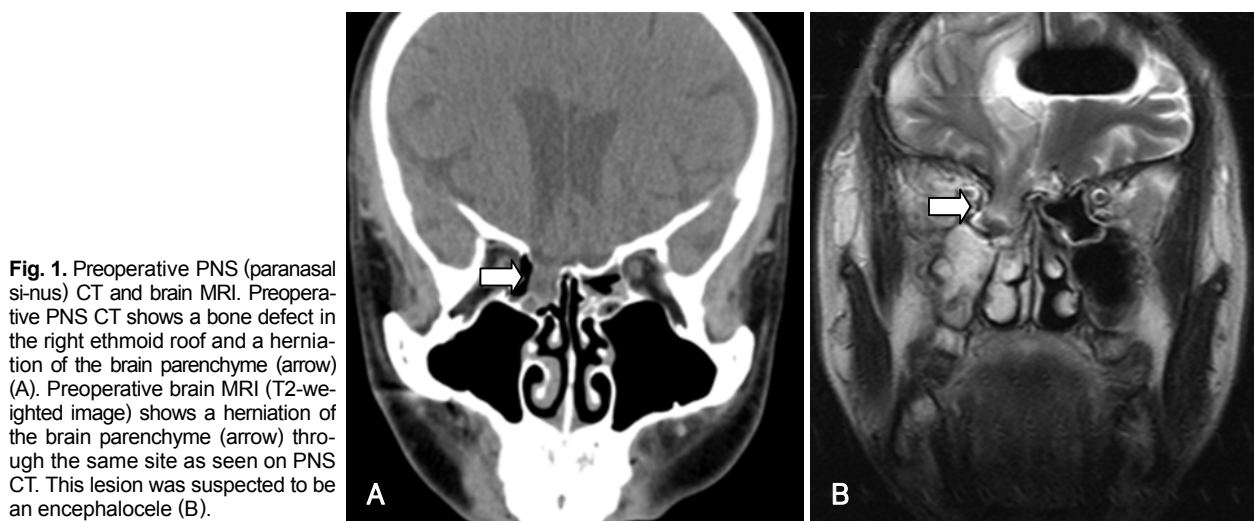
Preoperative PNS (paranasal sinus) CT and brain MRI. Preoperative PNS CT shows a bone defect in the right ethmoid roof and a herniation of the brain parenchyma (arrow) (A). Preoperative brain MRI (T2-weighted image) shows a herniation of the brain parenchyma (arrow) through the same site as seen on PNS CT. This lesion was suspected to be an encephalocele (B).
